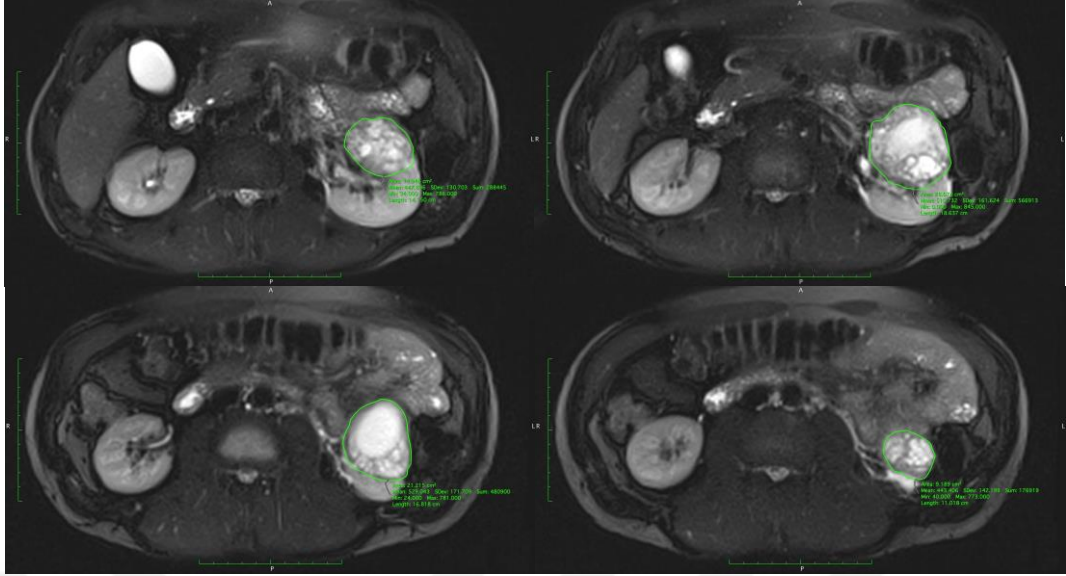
BT'de böbrek hacmi hesaplama kesitleri
